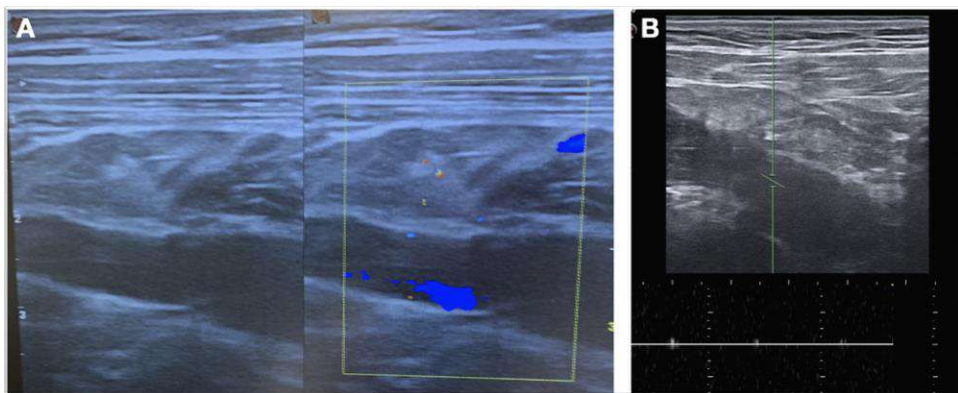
TVP en vena subclavia. A: Eco-doppler color: ausencia de relleno por ocupación de la luz venosa. B: ausencia de onda en doppler pulsado.
